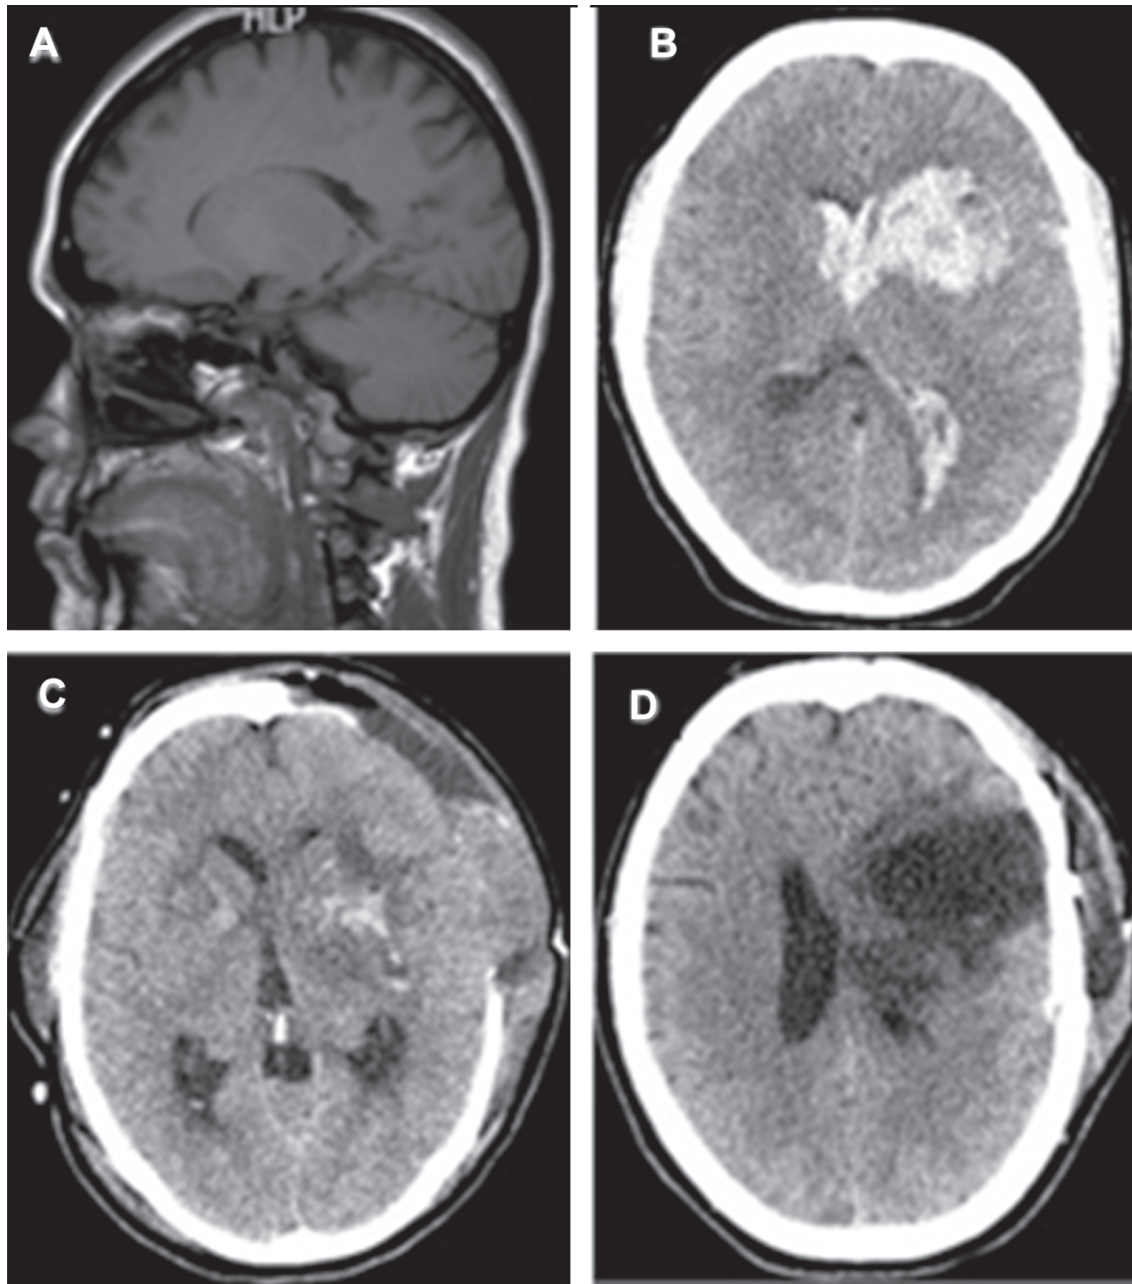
A) RM de ingreso (Normal). B) TC cráneo simple de urgencia: Hemorragia en ganglios basales izquierdos, extensión brazo anterior de cápsula interna y lóbulo frontal ipsilateral. C) TC cráneo simple: craniectomía descompresiva. D) TC cráneo simple: encefalomalacia del lóbulo frontal izquierdo.
